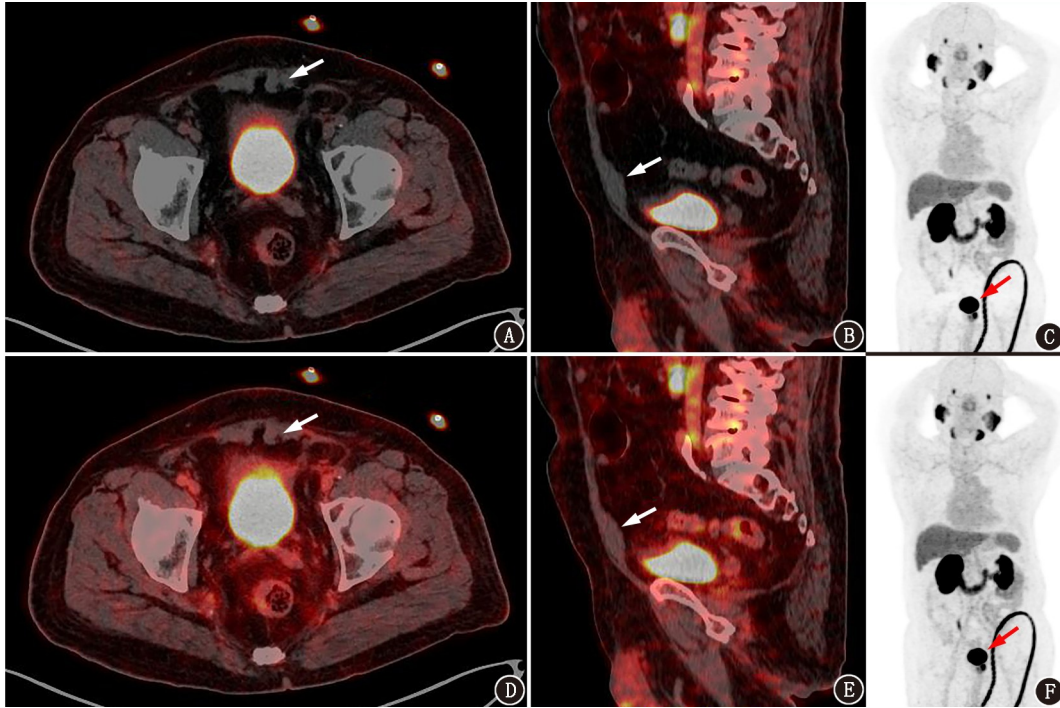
特殊显像病例体表污染组患者 $^{18}\text{F}$ -前列腺特异膜抗原(PSMA)PET/CT显像图(从左到右依次为轴位PET/CT融合图、矢状位PET/CT融合图、最大密度投影图;SUV显示范围为0~6)。患者男,60岁,前列腺癌置尿管引流,静脉注射 $^{18}\text{F}$ -PSMA(234 MBq)后1h行PET/CT显像。A~C:相对散射校正方式重建图像,可见膀胱周围出现横条状放射性缺损(箭头示),图像质量评估为重度伪影;D~F:绝对散射校正方式重建图像,可见伪影消失(箭头示),图像质量评估为无伪影
